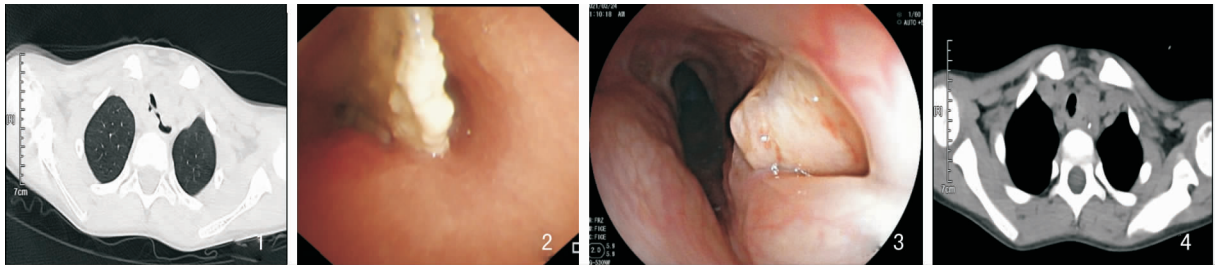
胸部CT可见气管异物嵌入气管食管瘘 图2 纤维支气管镜下气管异物及伪膜 图3 胃镜下食管食管瘘口
